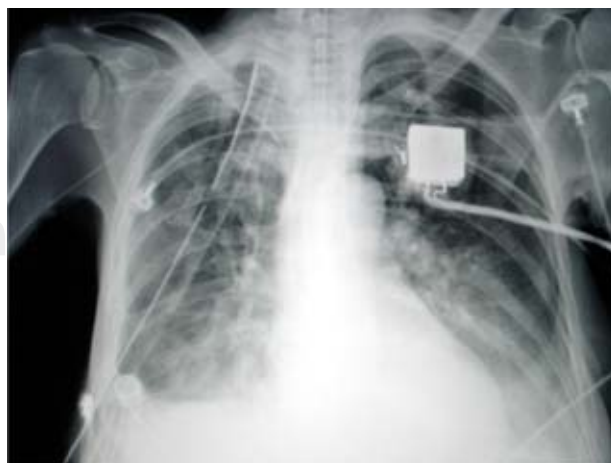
Radiografía de tórax que demuestra la total resolución del infiltrado intersticial del hemitórax derecho.
